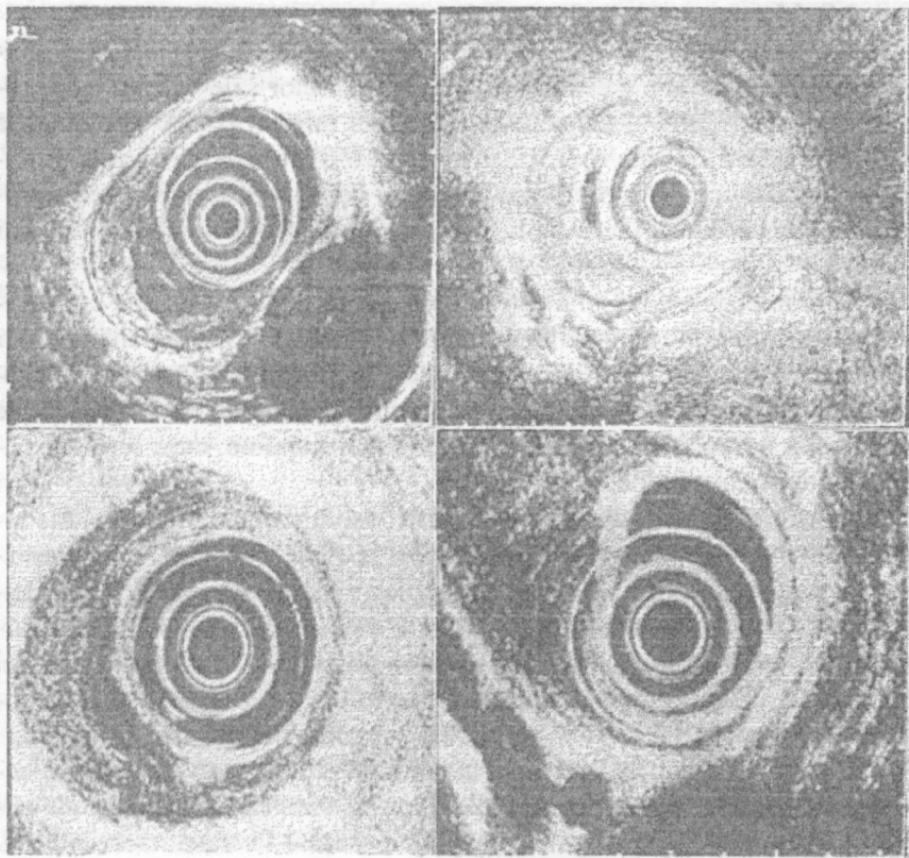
Ecografia endoscopică la Esofagul Barrett
